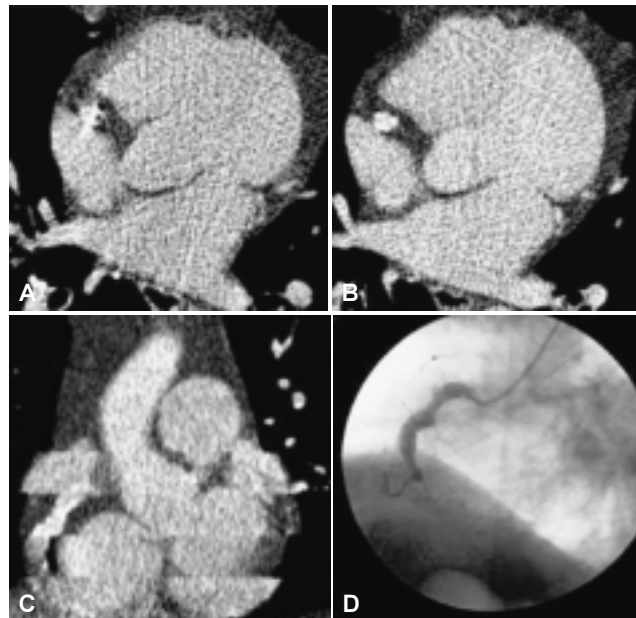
Caso 3: Masculino de 73 años, con antecedentes de HTA de ocho años, tabaquismo de 40 años suspendido hace 25 años, sedentarismo, sobrepeso, hipercolesterolemia controlada con nivel sérico actual de 161 mg/dL y de TGC 123 mg/dL. (A y B) Corte axial de Tomografía Multicorte en fase simple y contrastada donde se observa calcificación de la parte de la arteria coronaria derecha (I Agatston de 1228.1). (C) Reconstrucción MIP de la arteria coronaria derecha donde se observa una imagen parcial en la cual se respeta la luz. (D) Cateterismo selectivo de la arteria coronaria derecha donde se observa lesión aterosclerosa obstructiva proximal y oclusión total en su tercio medio.
